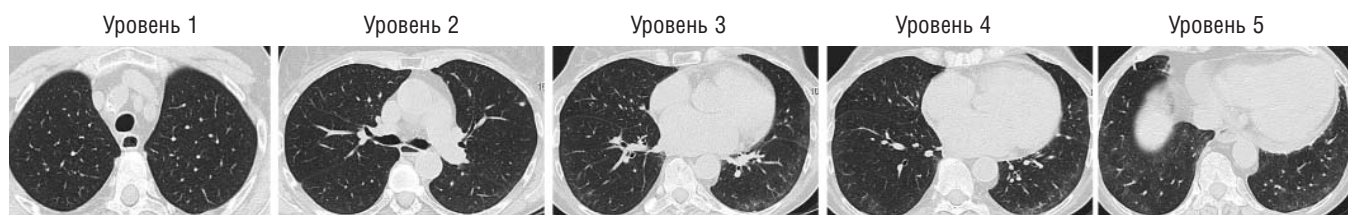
МСКТ: слабовыраженные изменения легких (группа 2)
